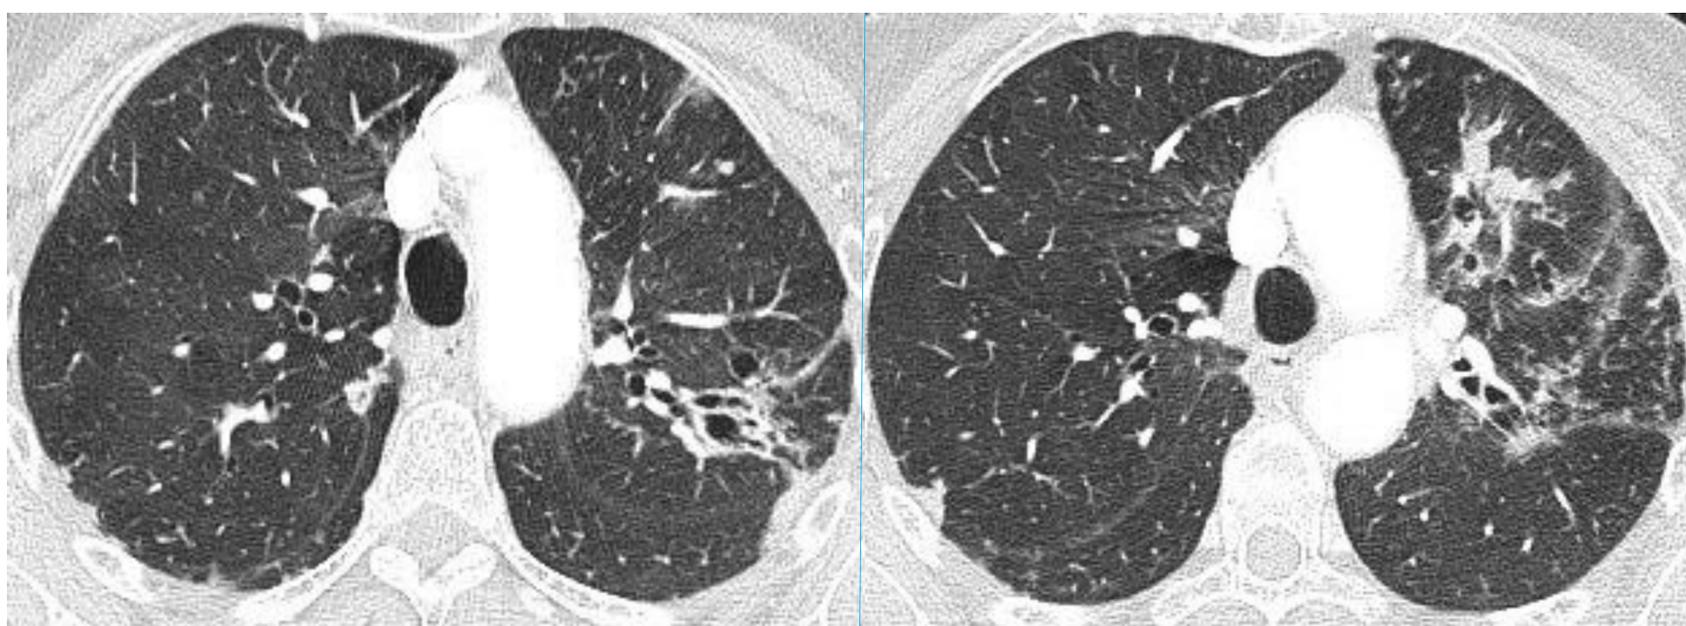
Hemoptisis amenazante en paciente antiagregada. TC de tórax con CIV en ventana de pulmón en plano axial. Bronquiectasias en el lóbulo superior izquierdo con opacidades “en vidrio deslustrado” así como pequeñas condensaciones adyacentes sugestivas de contenido hemorrágico en el espacio alveolar.
